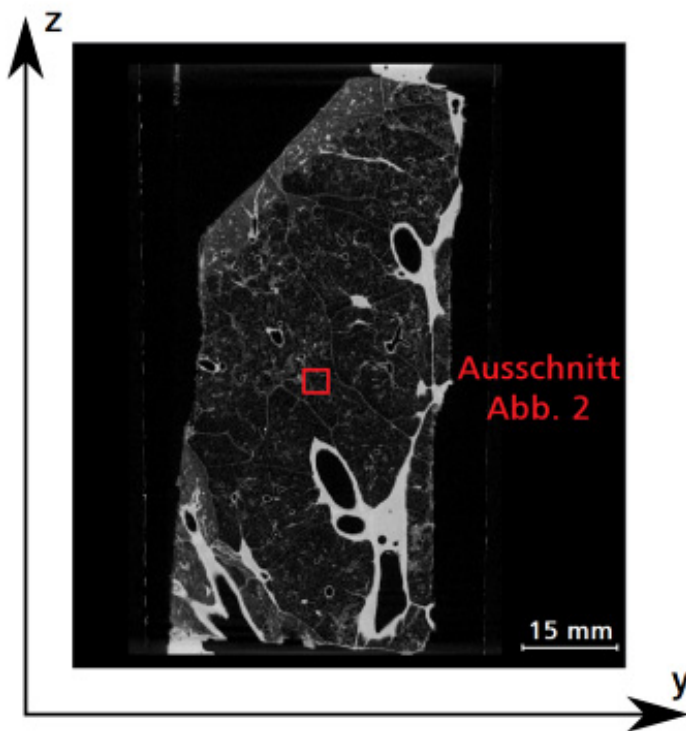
Mikro-CT-Aufnahme einer Lungengewebeprobe.
